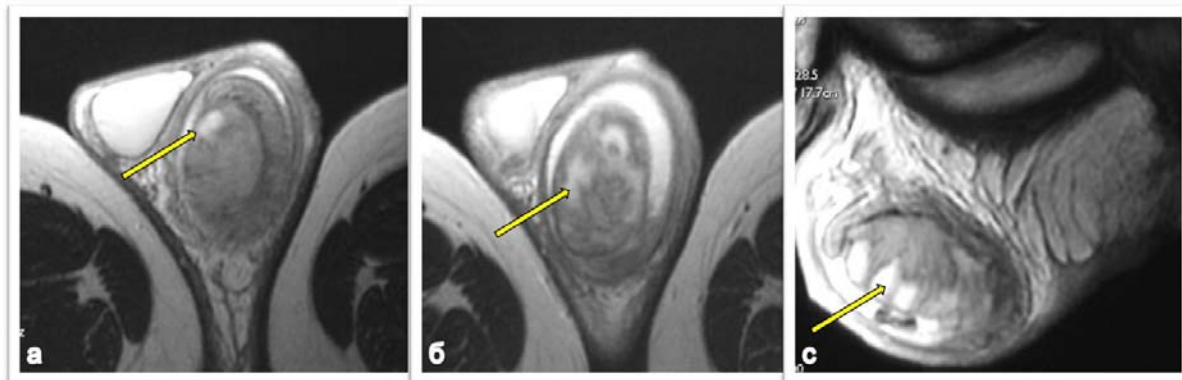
(а,б,с). Магнитно-резонансные томограммы
